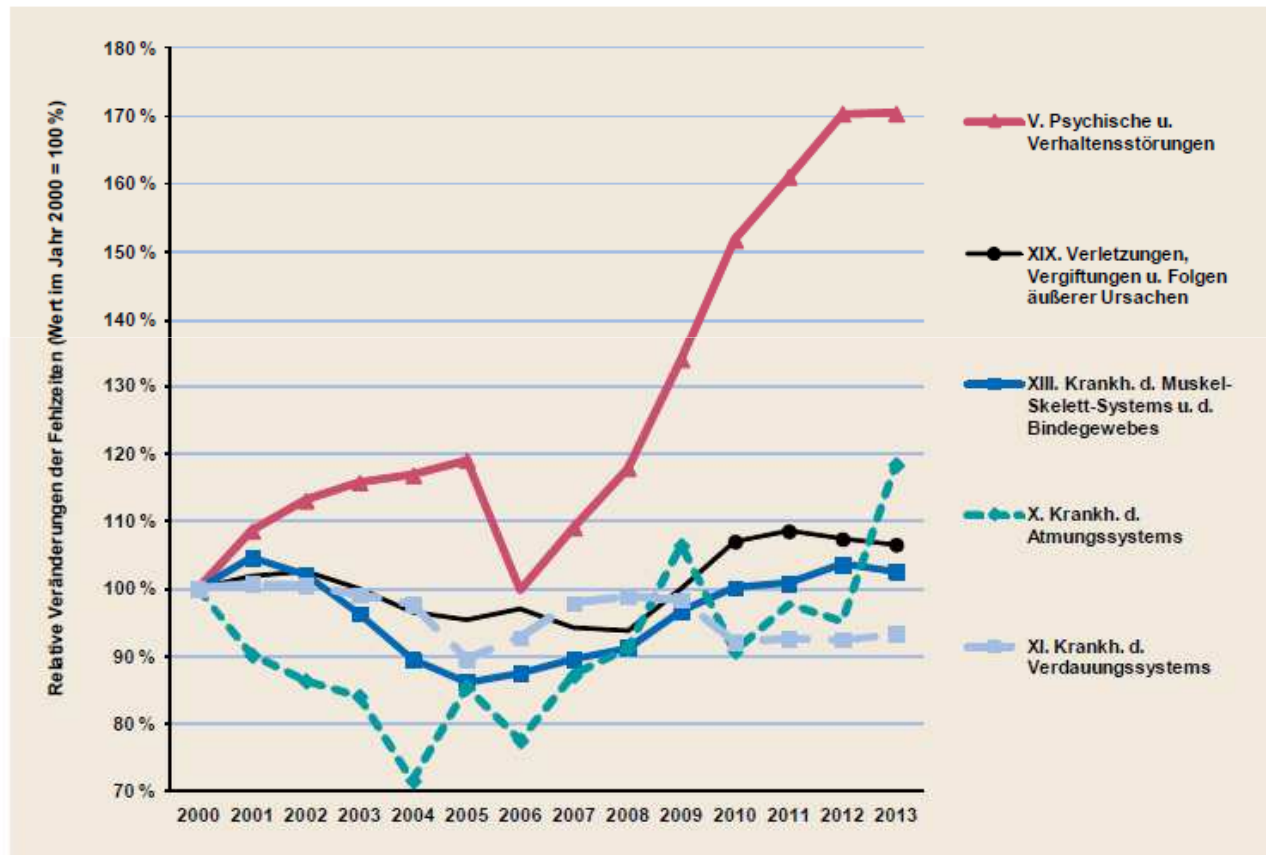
(standardisiert; Erwerbspersonen TK 2000–2013; Werte im Jahr 2000 entsprechen 100 Prozent)
